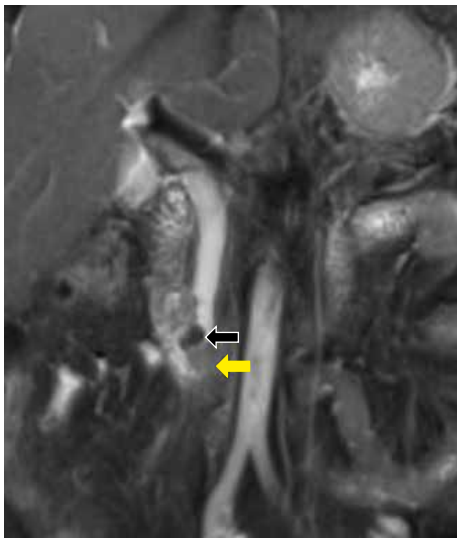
Estudio de colangiografía por resonancia magnética. Se observa litio en la porción intrapancreática del colédoco (flecha negra) y saculación a nivel periampular en relación a divertículo duodenal (flecha amarilla).
